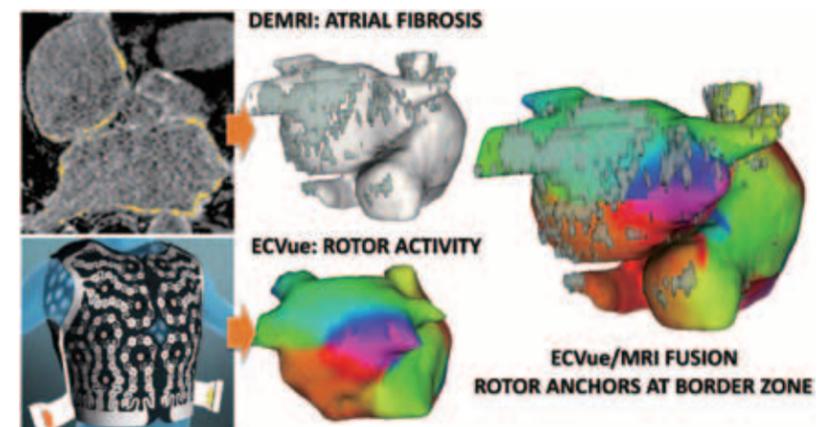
ECGI/MRI延迟增强现象融合技术：上图为MRI延迟增强现象技术，下图为ECGI 252体表导联背心和相应转子成像，右图为两者融合图形。
